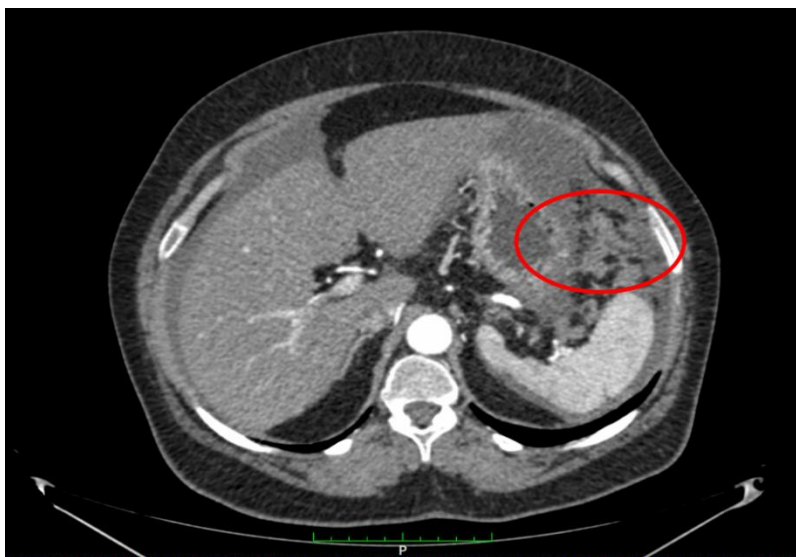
Ураження параспленічної ділянки при проведенні КТ-обстеження.
